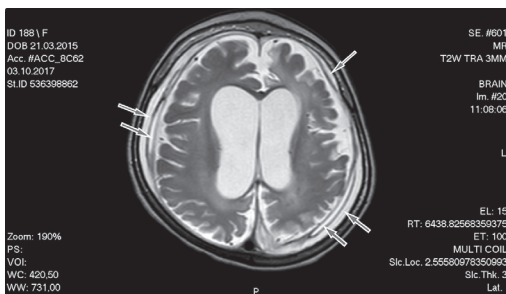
Магнитно-резонансная томограмма головного мозга. Стрелками отмечены хронические многоуровневые субдуральные гематомы различной давности. Глиозно-атрофические изменения белого вещества обеих гемисфер головного мозга, заместительная гидроцефалия. Режим T2W
